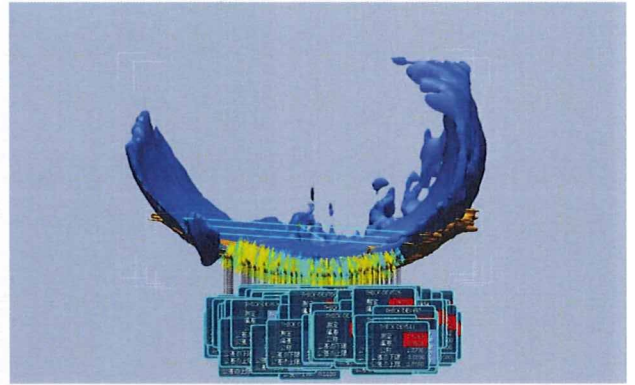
MRI 画像より作成した3次元表面形状モデル（上）および超音波モデル（下）
